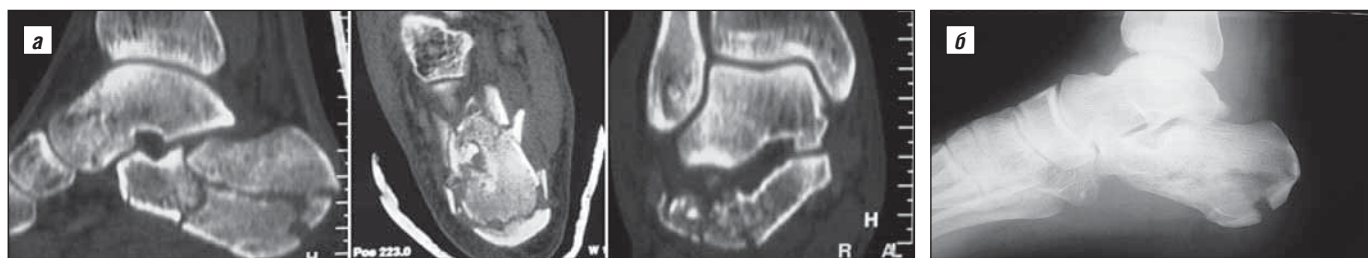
Данные исследования больного С. (многоплоскостной перелом пяточной кости): а – компьютерная томограмма; б – рентгенограмма
